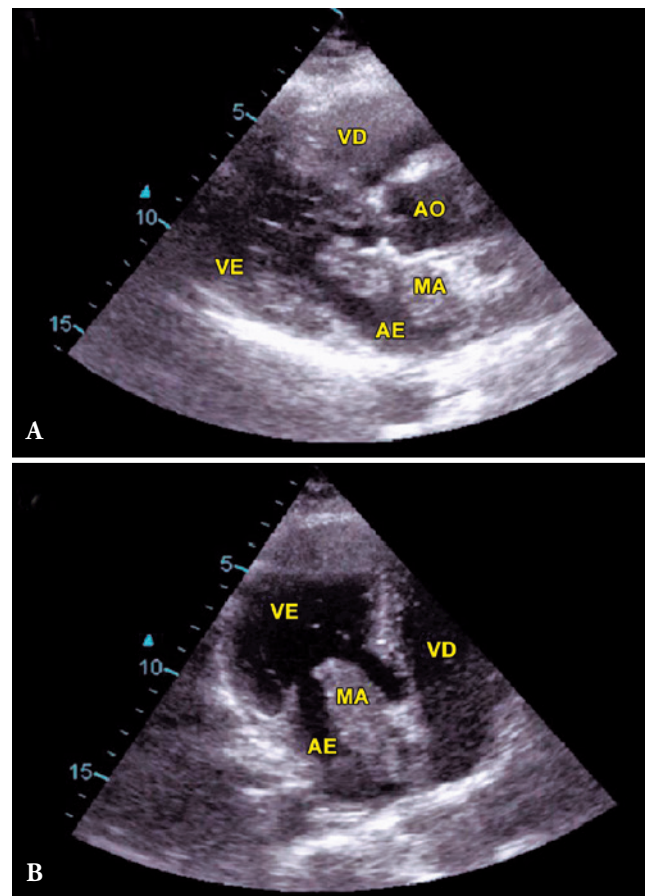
Ecocardiograma transtorácico em janelas paraesternal em eixo longo (A) e apical eixo longo (B). Imagem ecodensa com 37x24x18mm, móvel, inserida na região da fossa oval na aurícula esquerda, com prolapso para o ventrículo esquerdo em diástole. AE: aurícula esquerda; AO: artéria aorta; MA: mixoma auricular; VD: ventrículo direito; VE: ventrículo esquerdo.
